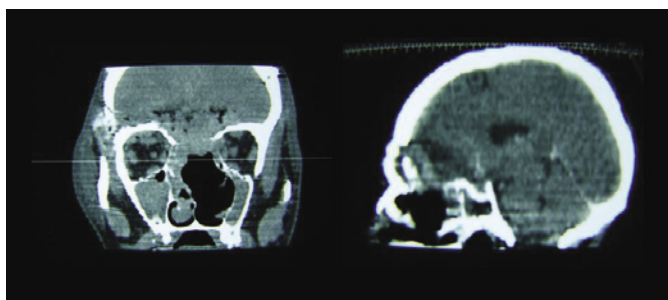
TC e RM (cortes coronais) evidenciando lesão volumosa e infiltrativa de rinofaringe e seios maxilares com invasão da base de crânio anterior.
